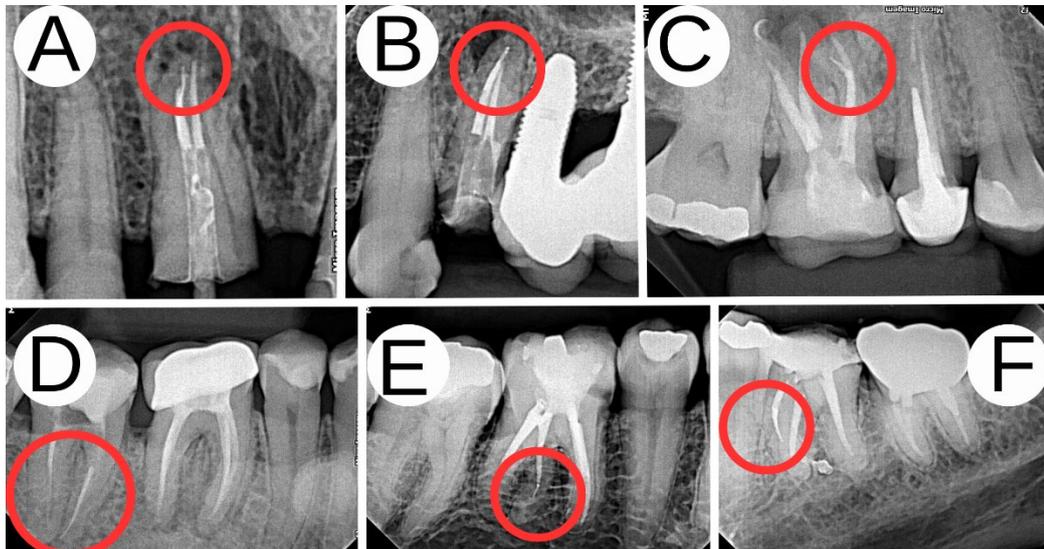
Radiographic images of the 6 fractured instruments, 4 Reciproc R25 and 2 X1 Blue, during endodontic treatment in each tooth and respective root canal. A maxillary right central incisor with a fractured R25 file, used for the first time, in the palatal canal at its apical third, showing anatomical variation in this tooth (A); a maxillary left premolar with a fractured R25 instrument, used twice, in the apical third of the palatal canal (B); a maxillary right first molar with a fractured X1 Blue file, used once, in the apical portion of the palatal root (C); a mandibular right second molar with a fractured X1 Blue instrument, used for the first time, in the apical third of the mesiobuccal canal (D); a mandibular right first molar with a fractured R25 file, used three times, in the apical third of the distolingual canal (E); a maxillary left first molar with a fractured R25 file, used once, in the apical third of the mesiolingual canal (F).
